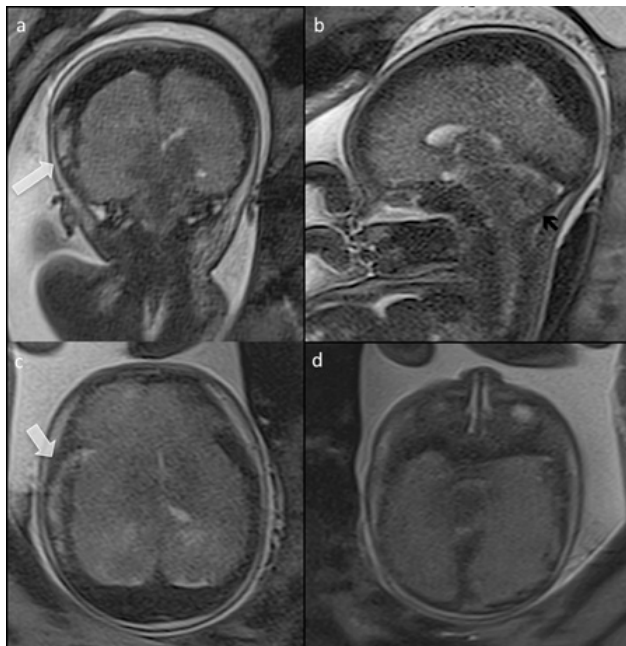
Fetal MRI. 35-week-old fetus. Coronal (a), sagittal (b) and axial (c, d) T2WI. Subdural hematoma and loss of differentiation of cerebral parenchyma. The SDH is hypointense with area of mixed signal (white arrow) on the right, suggesting active bleeding. There is herniation of the amygdalae (black arrow)
